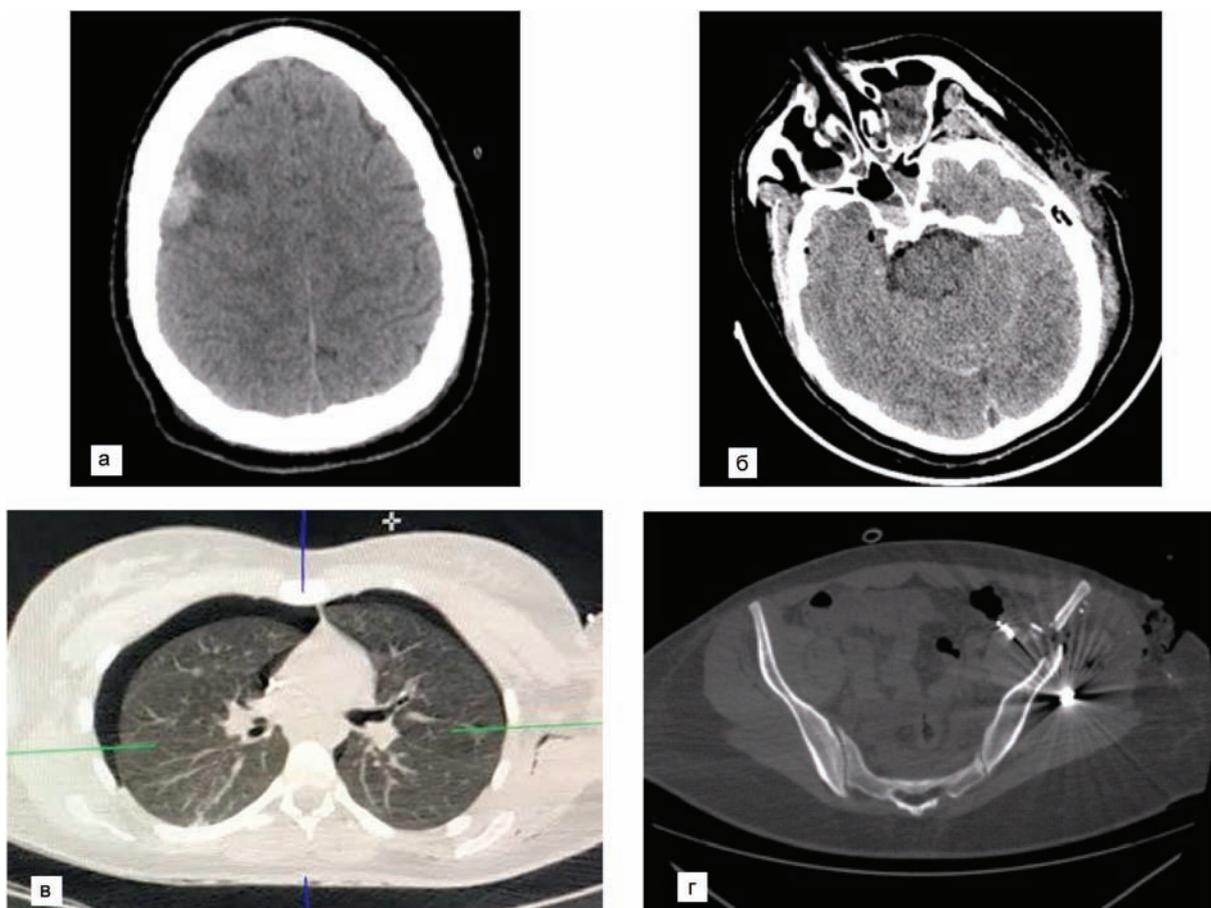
Лучевая диагностика сочетанных минно-взрывных повреждений областей тела при поступлении: а – контузионно-геморрагический очаг на фоне локального субарахноидального кровоизлияния в правой теменной доле [компьютерная томография (КТ) головы]; б – гемосинус, пневмоцефалия (КТ головы); в – двусторонний пневмоторакс (КТ груди); г – многооскольчатый перелом крыла левой подвздошной кости, инородные тела и костные отломки в полости таза (КТ таза).
